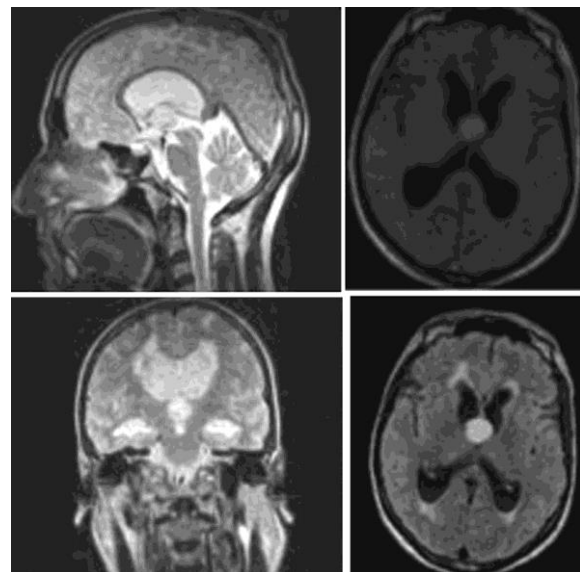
Imágenes preoperatorias de la lesión en la resonancia magnética cerebral.
